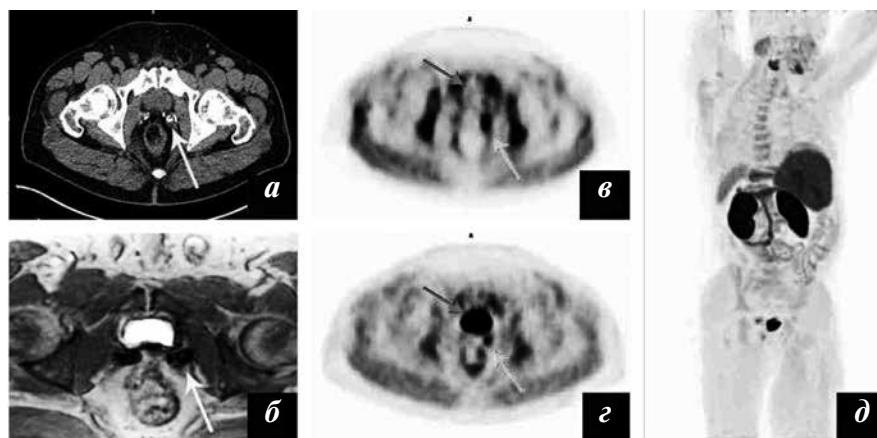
КТ, МРТ и ПЭТ. Биохимический рецидив РПЖ в ложе удаленной опухоли: а — на КТ в аксиальной проекции в ложе удаленной опухоли отмечаются симметрично расположенные скрепки повышенной плотности (стрелка); б — на МР-томограммах в режиме T1 выявляются гипointенсивные участки, соответствующие артефактам от вышеуказанных скрепок (стрелка); в, г — ПЭТ-изображения 1-го и 2-го этапов сканирования в аксиальной проекции, в зоне скрепок слева отмечается участок повышенного накопления РФП (зеленые стрелки), РФП с мочой в мочевом пузыре на 1-м этапе не визуализируется (красные стрелки); д — ПЭТ в режиме реформата 2-го этапа сканирования — отдаленных метастазов нет
